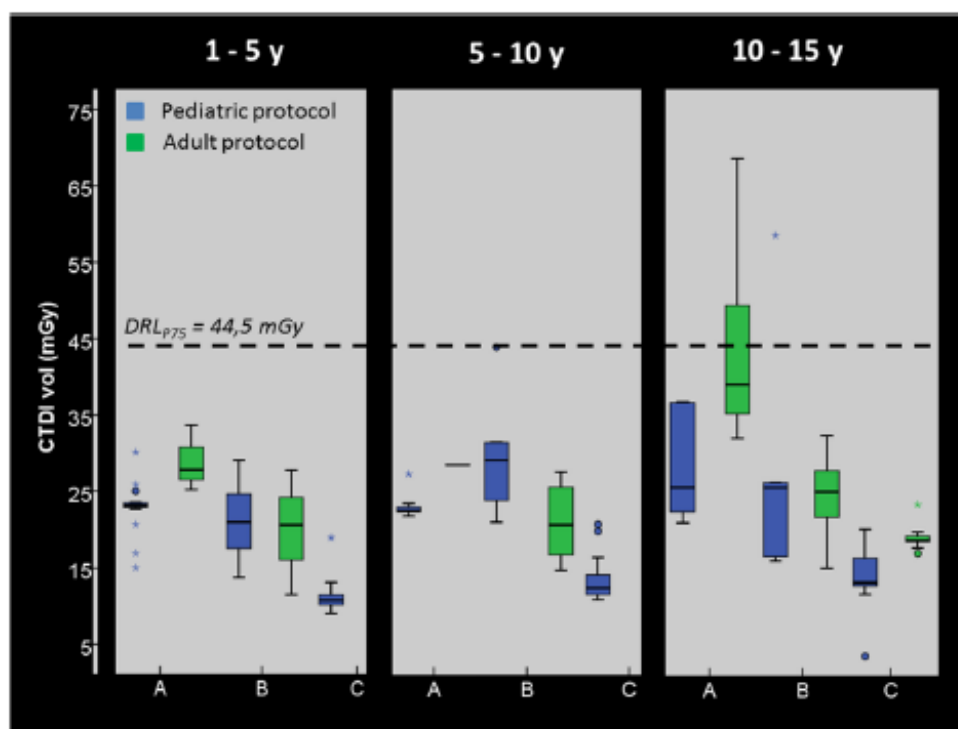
Boxplots of delivered CTDIvol for correctly used pediatric, and erroneously used adult CT head protocols, by age group and center
